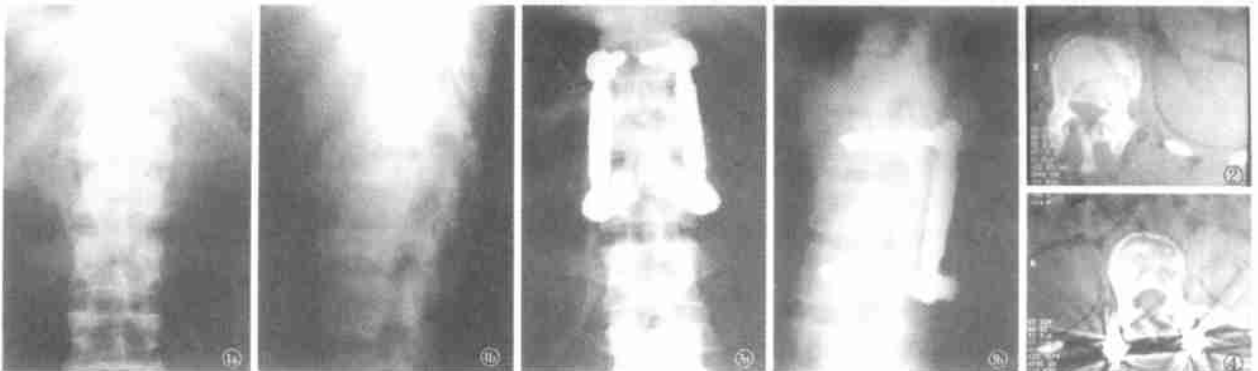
术前的 X 线正侧位平片, 从侧位片上可以测量出 L<sub>1</sub> 中柱压缩到 57.1% (图 1a 为正位片, 图 1b 为侧位片)。图 2 术前的 CT 扫描影像, 测出 L<sub>1</sub> 椎管前后径为 7mm, 占正常的 50%。图 3 术后的 X 线正侧位平片, 从侧位片上可以测量出 L<sub>1</sub> 中柱高度恢复到 97% (图 3a 为正位片, 图 3b 为侧位片)。图 4 术后的 CT 扫描影像, 测出 L<sub>1</sub> 椎管前后径为 12mm, 占正常的 85.7%。
